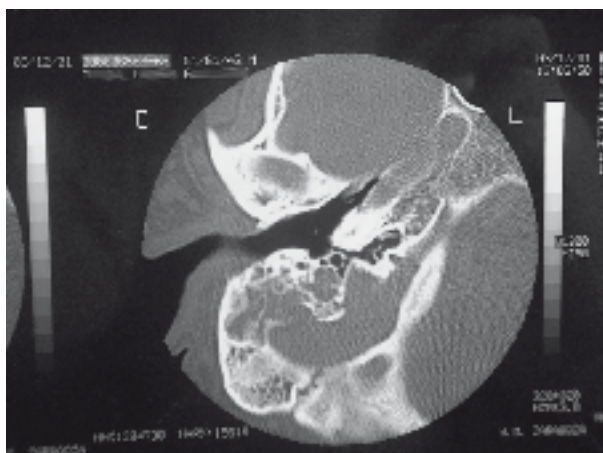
TC con contraste, que no realza el granuloma, siendo difícil delimitar sobre el golfo de la yugular próximo al agujero rasgado posterior.
